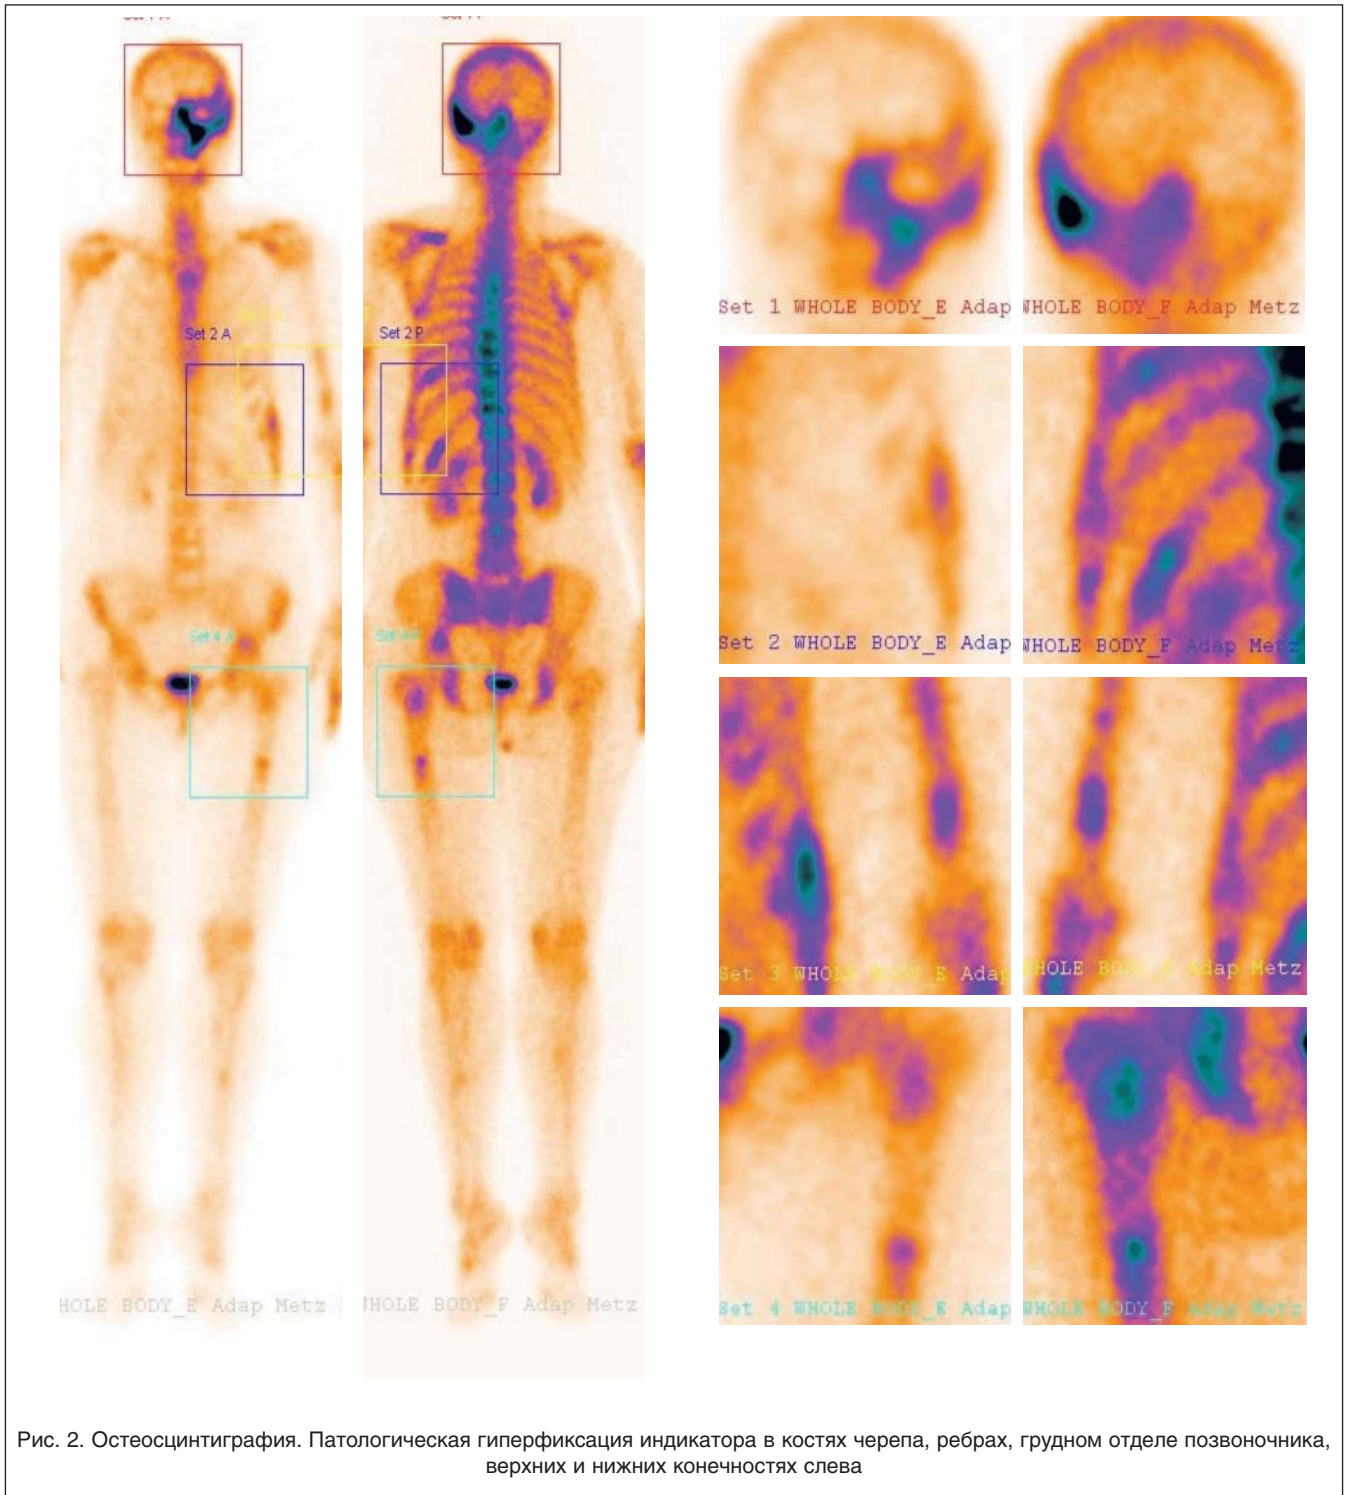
Остеосцинтиграфия. Патологическая гиперфиксация индикатора в костях черепа, ребрах, грудном отделе позвоночника, верхних и нижних конечностях слева
